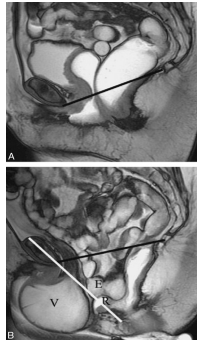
IRM dynamique avec importante cystocèle
